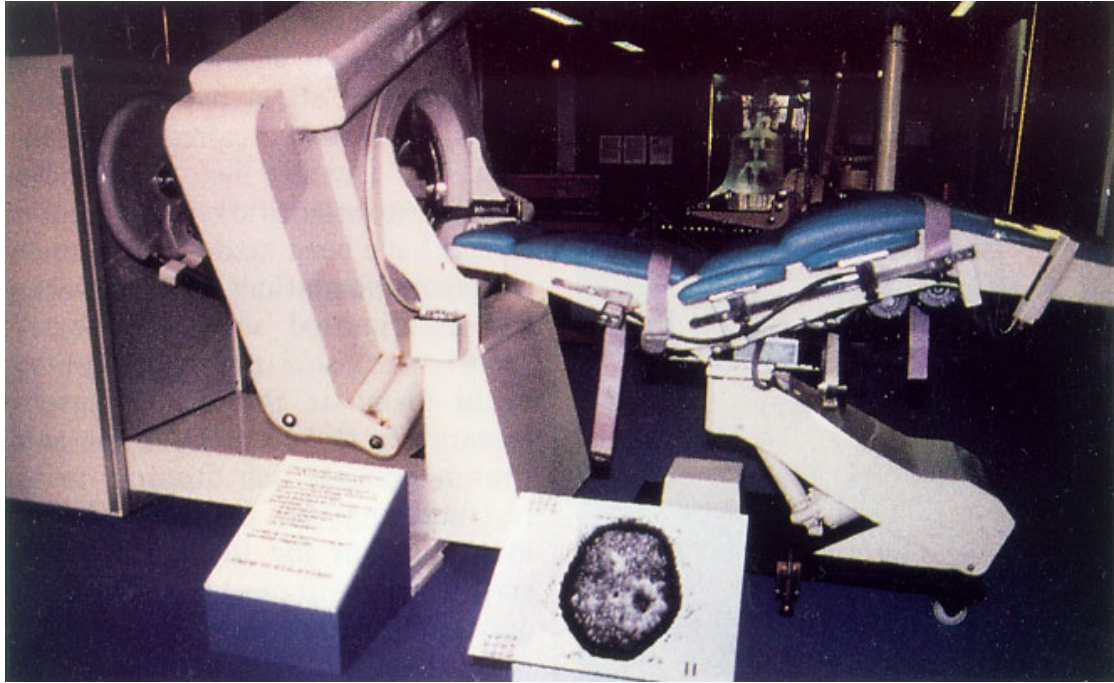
EMI 的工程師 Godfrey N. Hounsfield 研製成功的第一台 CT
